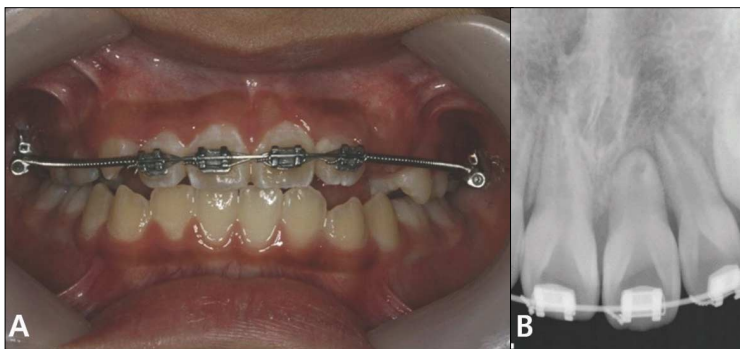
14months later. Intraoral photograph(A), Periapical view(B)
